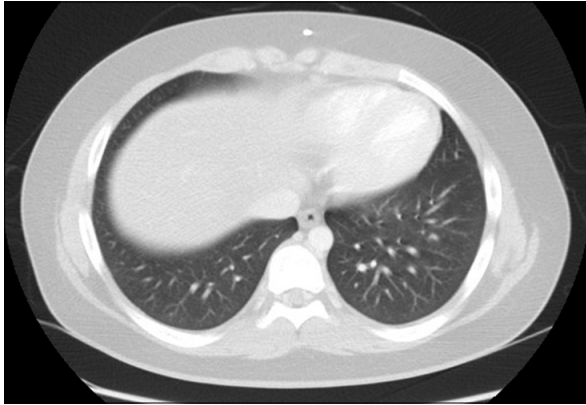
Chest CT shows variable sized multiple nodules in both lungs.
